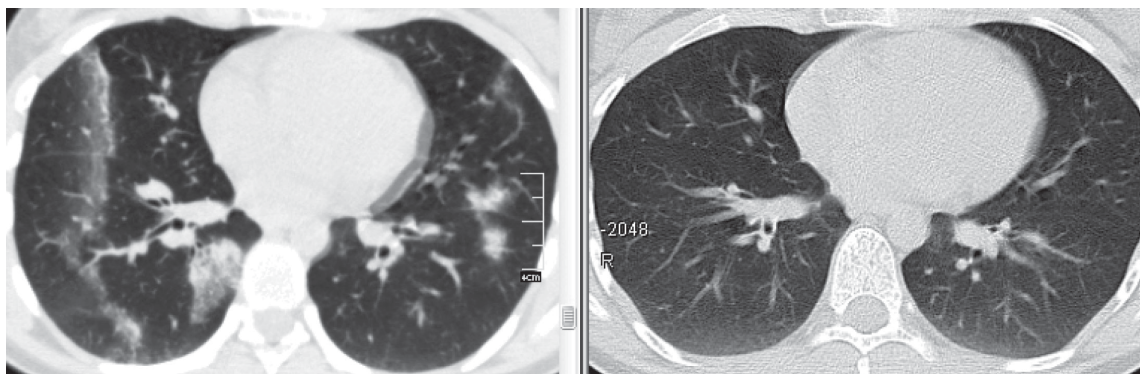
МСКТ больной В., слева — до лечения ГКС: инфильтраты в обоих легких в сочетании с линейной зоной «матового стекла»; справа — после ГКС-терапии: полное восстановление пневматизации паренхимы.
